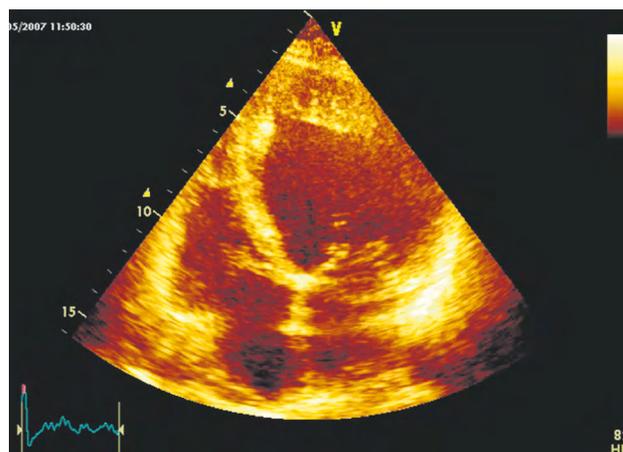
Эхокардиограмма пациента, имеющего гипертрабекулярность миокарда левого желудочка. Верхушечная 4-камерная позиция. Обращают на себя внимание дилатация левого желудочка и выраженная трабекулярность в области верхушки
